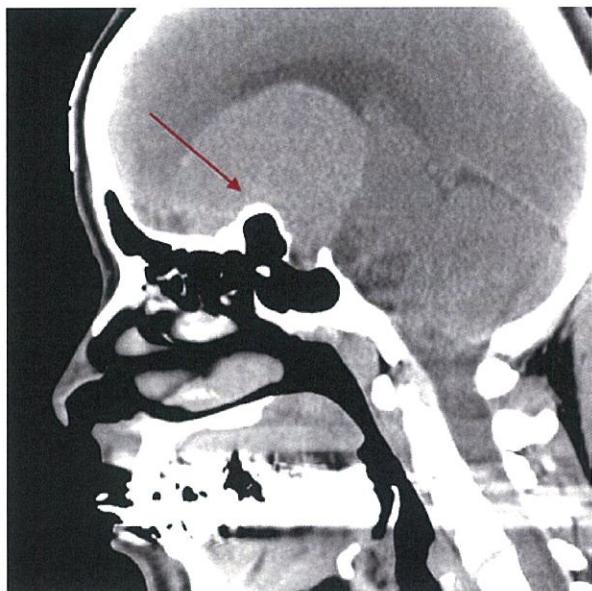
骨条件 CT:蝶形骨平面～鞍結節にかけて blistering の所見。
